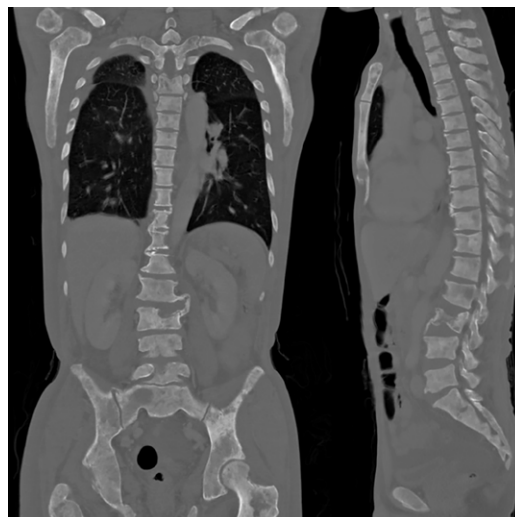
入院時 単純CT検査 冠状断及び矢状断像 びまん性骨硬化像の所見がみられた。
